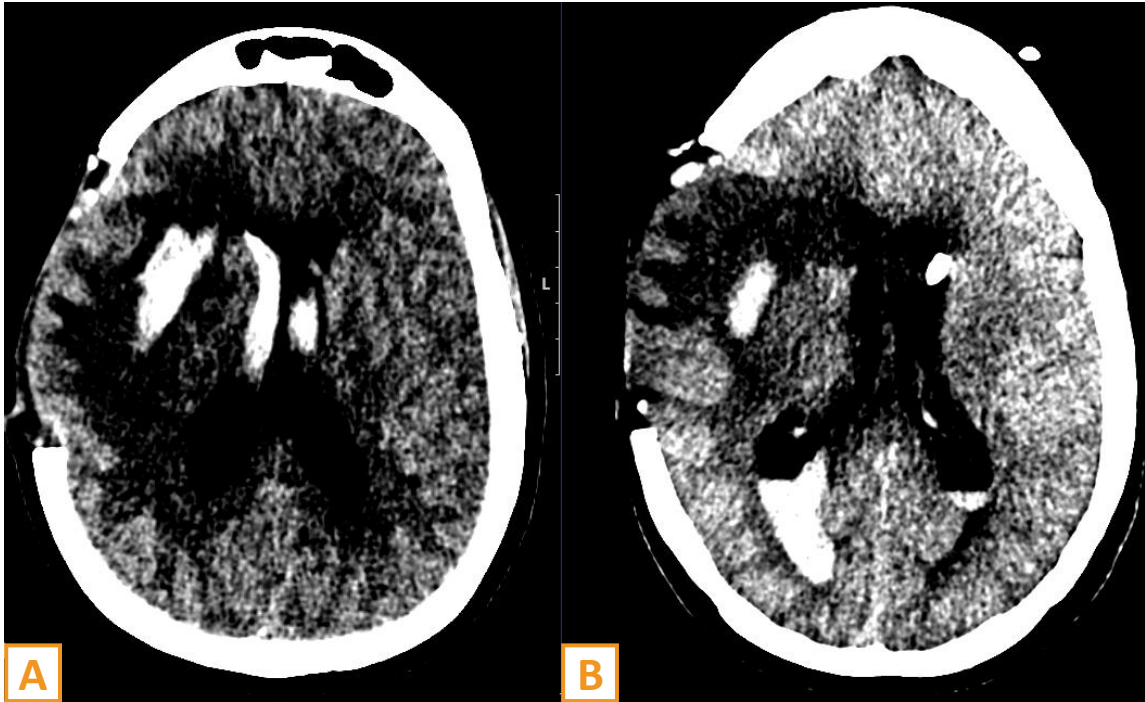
Hematoma intraaxial que condiciona extenso edema y efecto masa, tratado mediante craniectomía descompresiva. En el TC de control (imagen A) se evidencia protrusión del parénquima encefálico a través del defecto óseo, en relación con herniación extracraneal. En el control evolutivo posterior (imagen B), se identifica una nueva área de hipodensidad cortical del parénquima herniado, no presente en el estudio previo, sugestiva de infarto venoso probablemente secundario a compresión de las venas corticales.
